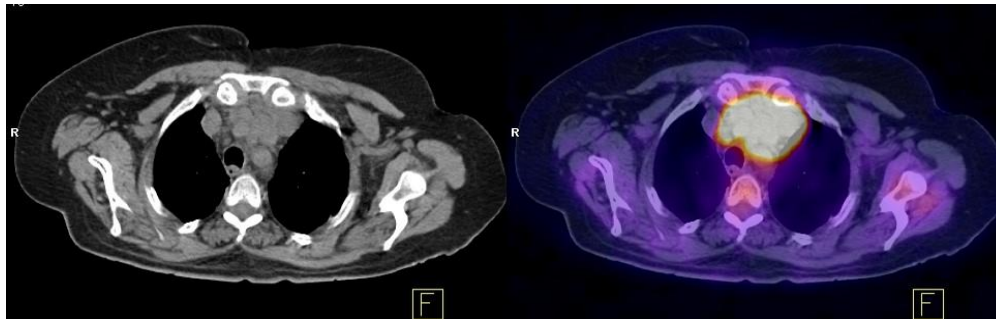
Mujer de 56 años con múltiples adenopatías hipermetabólicas mediastinales, metástasis de carcinoma de células de Hürthle (FDG PET/CT).
